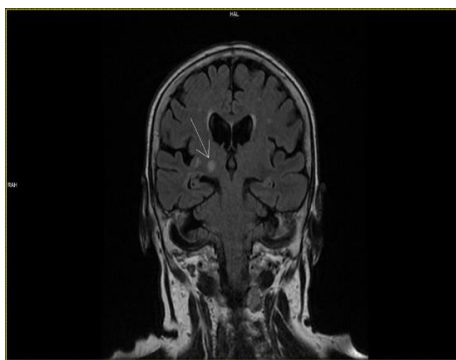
№ 8. МРТ головного мозга в режиме T2 Flair через 15 мин. от начала развития неврологической симптоматики.
